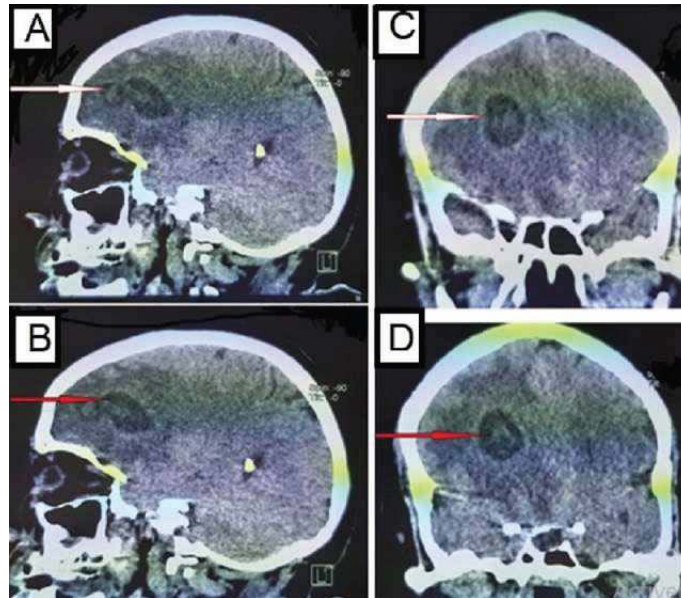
TDM cérébrale en coupe sagittales et coronales) montrant un abcès frontal gauche avec effet de masse et œdème péri lésionnel (iconographie du service).
